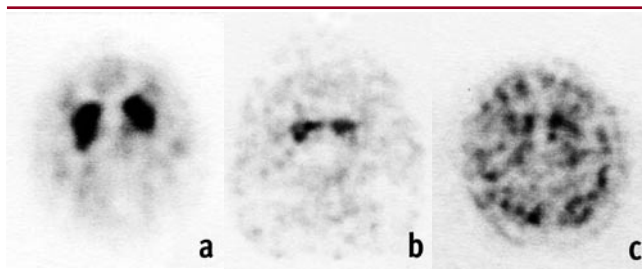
Parkinson-Syndrom zunehmenden Schweregrades im Ioflupan-SPECT. 2a: Speicherungsverlust im linken Putamen bei rechtsbetonter Klinik: visuell pathologischer Befund Grad 1. 2b: Keine Speicherung mehr im Putamen beidseits; caput nuclei caudati beidseits mit schwacher Restspeicherung. Visuell pathologischer Befund Grad 2. 2c: Keine eindeutige Speicherung mehr im Striatum, stattdessen inhomogene relative Hochregulation im ganzen Gehirn. (Fragliche minimale Restspeicherung im linken caput nuclei caudati, deren Intensität aber etwa auf dem Niveau der Okzipitalregion rechts liegt und somit nicht mehr spezifisch ist.) Visuell pathologischer Befund Grad 3
